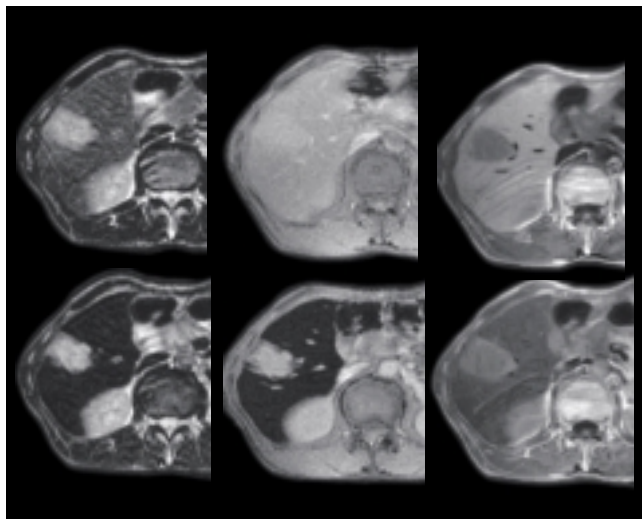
転移性肝臓癌の患者のレゾピスト造影MRI
